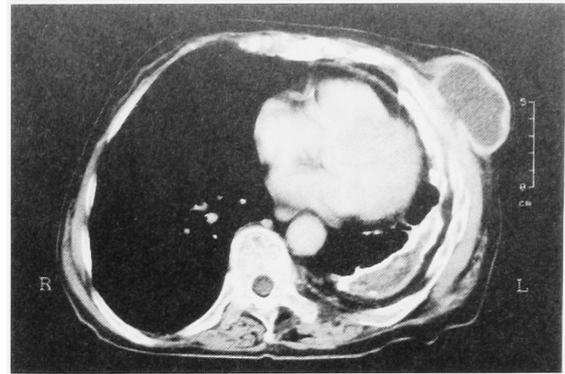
(case 10) CT scan showed a low density mass enhanced peripherally at the left chest wall and ipsilateral pyothorax.
